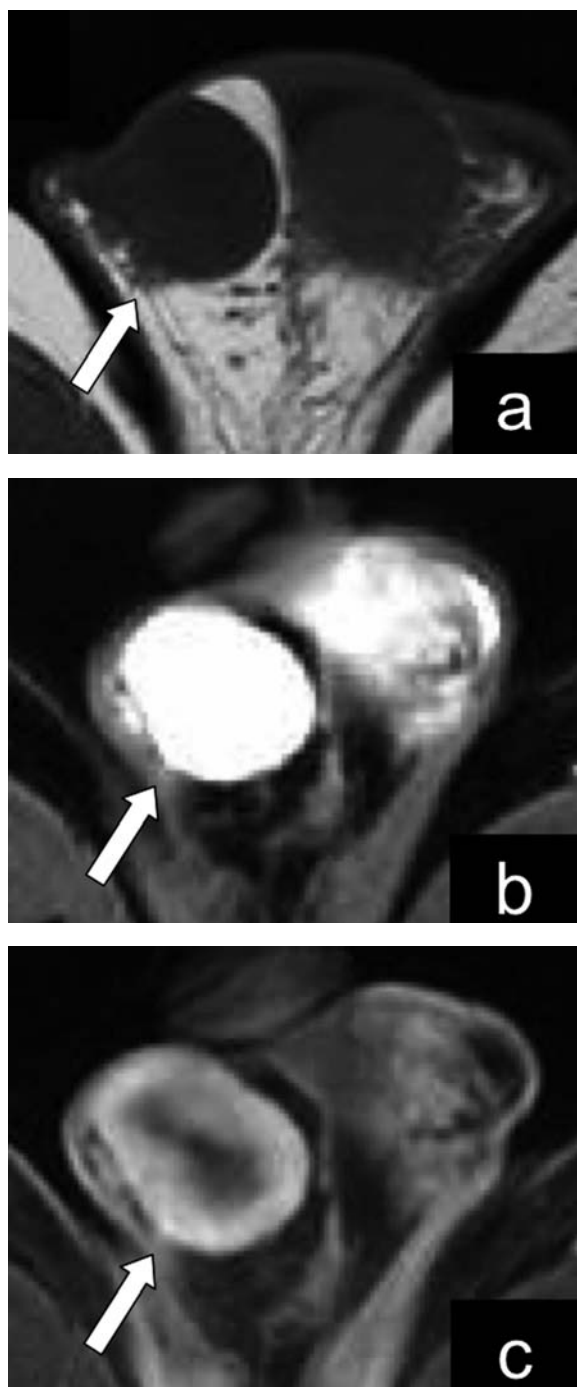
Magnetic resonance imaging of the abdomen demonstrates right inguinal tumor (arrow). a: plane T1 shows low intensity area. b: T2 shows high intensity area. c: T1 Gd-enhanced image shows enhanced tumor with central edematous non-enhanced region.
